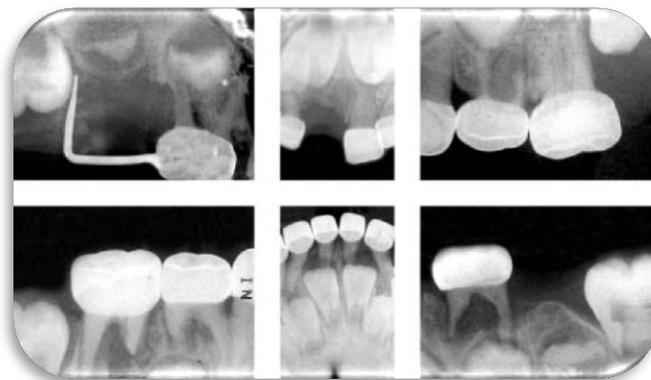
Radiografías después del tratamiento.¹²⁹
